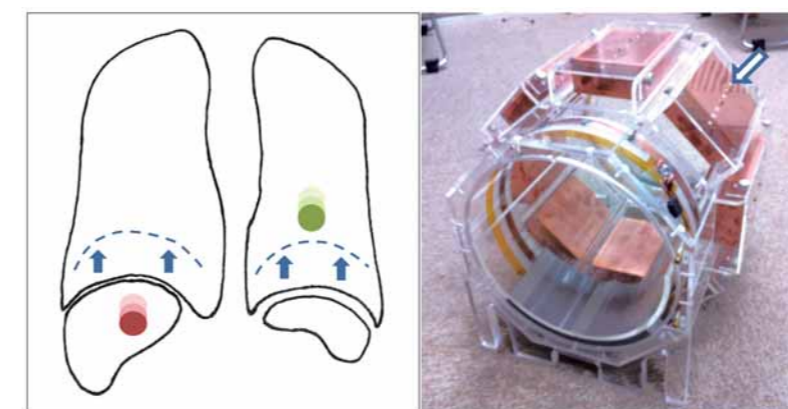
呼吸による PET 画像劣化と、その補正能力を有する PET-MRI 用コイル
